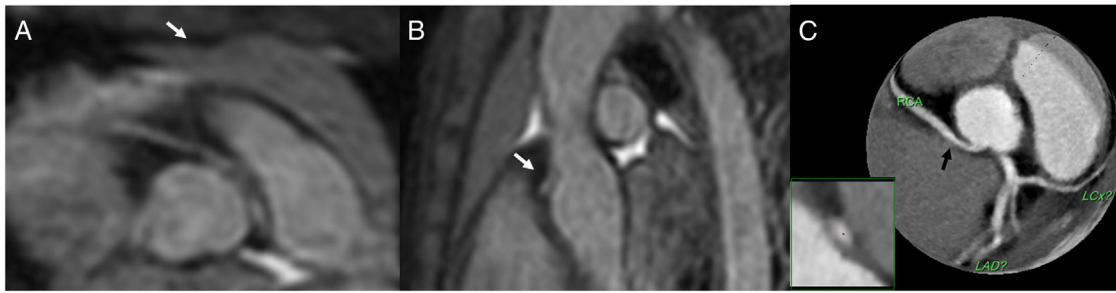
Niña de 7 años con dolor torácico. En las reconstrucciones multiplanares axiales (A) y sagitales (B) secuencia WH3D se observa el origen anómalo de la coronaria derecha desde el seno coronario izquierdo (flechas), que se confirma mediante TC coronaria (C). La morfología fusiforme o en “lenteja” sugiere la presencia de estenosis significativa.
